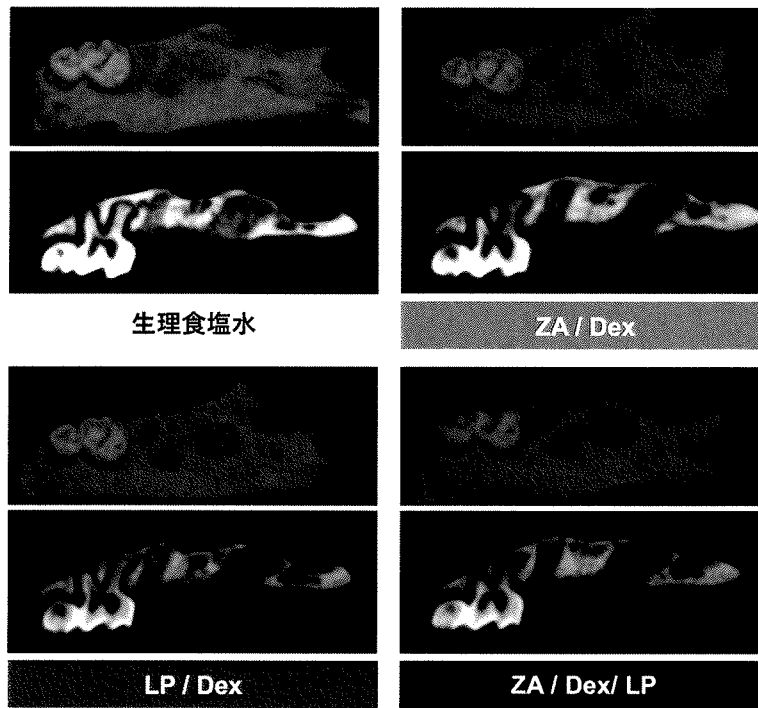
マイクロ CT による上顎骨抜歯窩の形態解析
